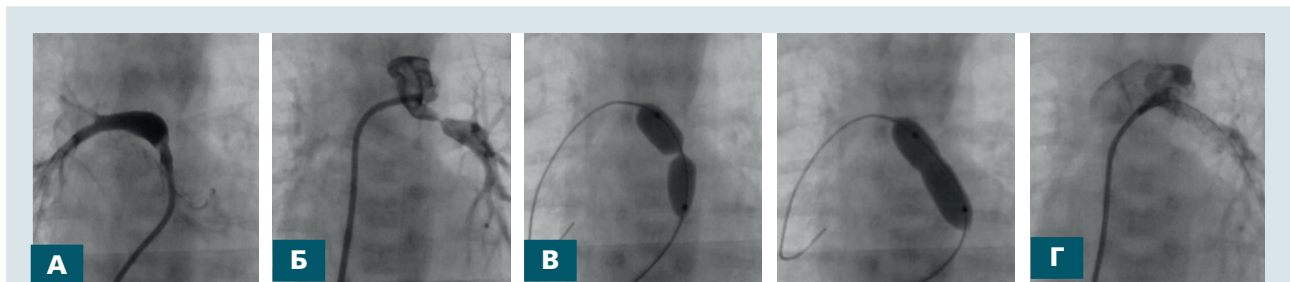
Пацієнт Х., діагноз: тетрада Фалло, незливні гілки легеневої артерії. Рентгенангіографічне зображення гілок легеневої артерії до та після стентування відкритої артеріальної протоки та симультанної балонної вальвулопластики клапана легеневої артерії: А – права гілка легеневої артерії, що заповнюється антеградно; Б – ліва гілка легеневої артерії заповнюється через відкриту артеріальну протоку, котра відходить від сегмента «В» дуги аорти; В – балонна вальвулопластика клапана легеневої артерії; Г – ліва гілка легеневої артерії після стентування відкритої артеріальної протоки
